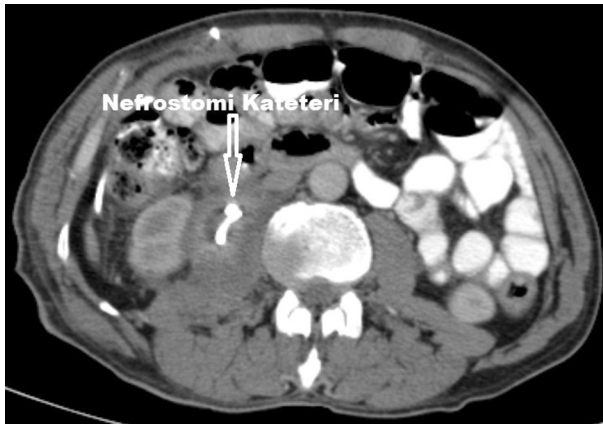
51 yaşında erkek hastada sağ tarafta psoas apsesi BT görüntüsü
